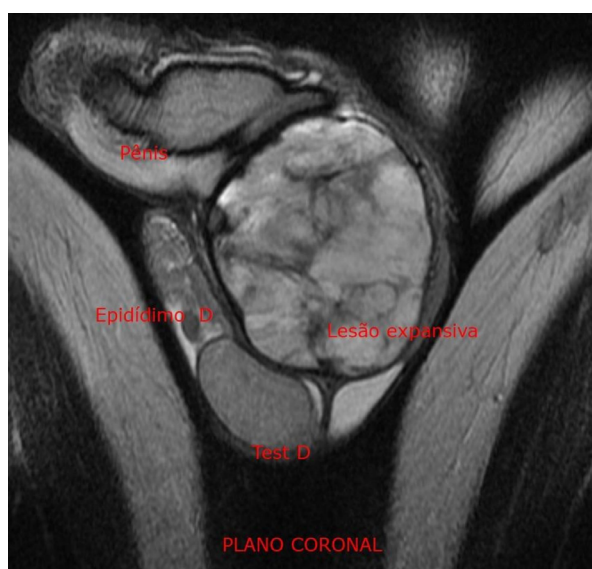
Lesão tumoral expansiva vista em corte transversal na ressonância magnética.
